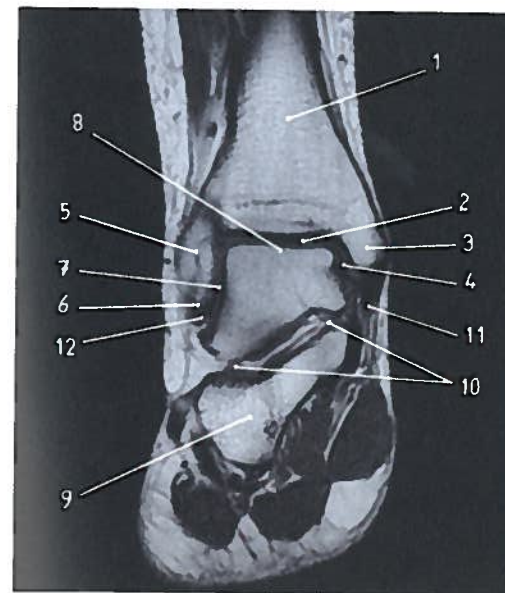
Corte coronal do tornozelo direito em RM
